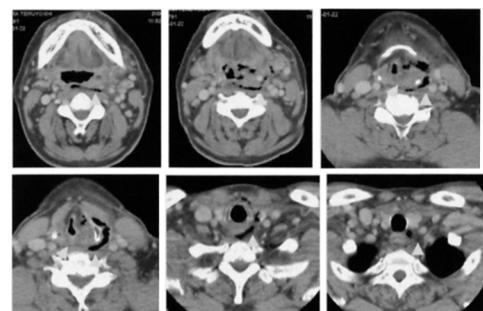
The CT scan before operation (case 1)
